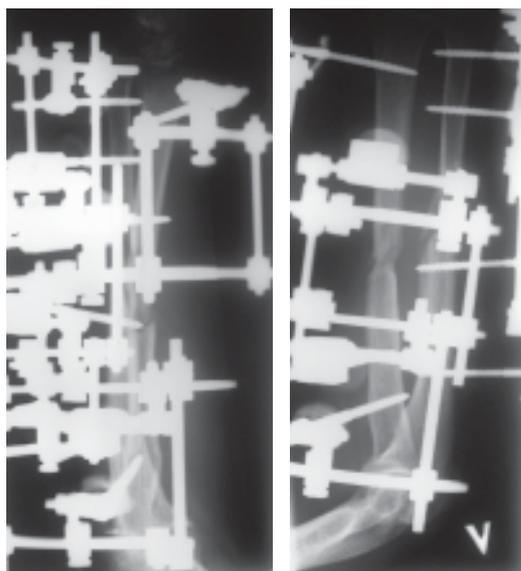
Рентгенограммы костей предплечья во время фиксации в АВФ.
